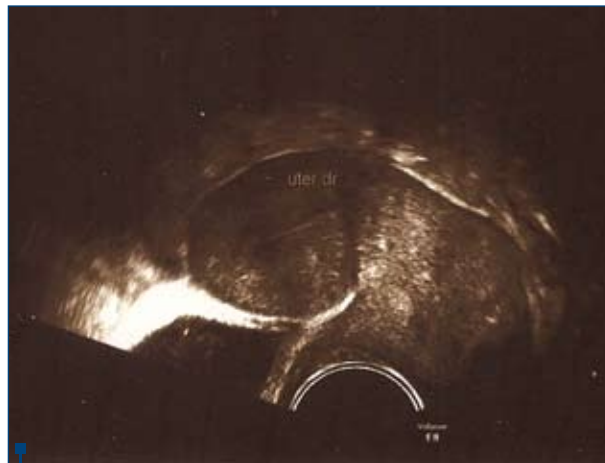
Aspect ecografic sugestiv de uter dublu în cazul IV
